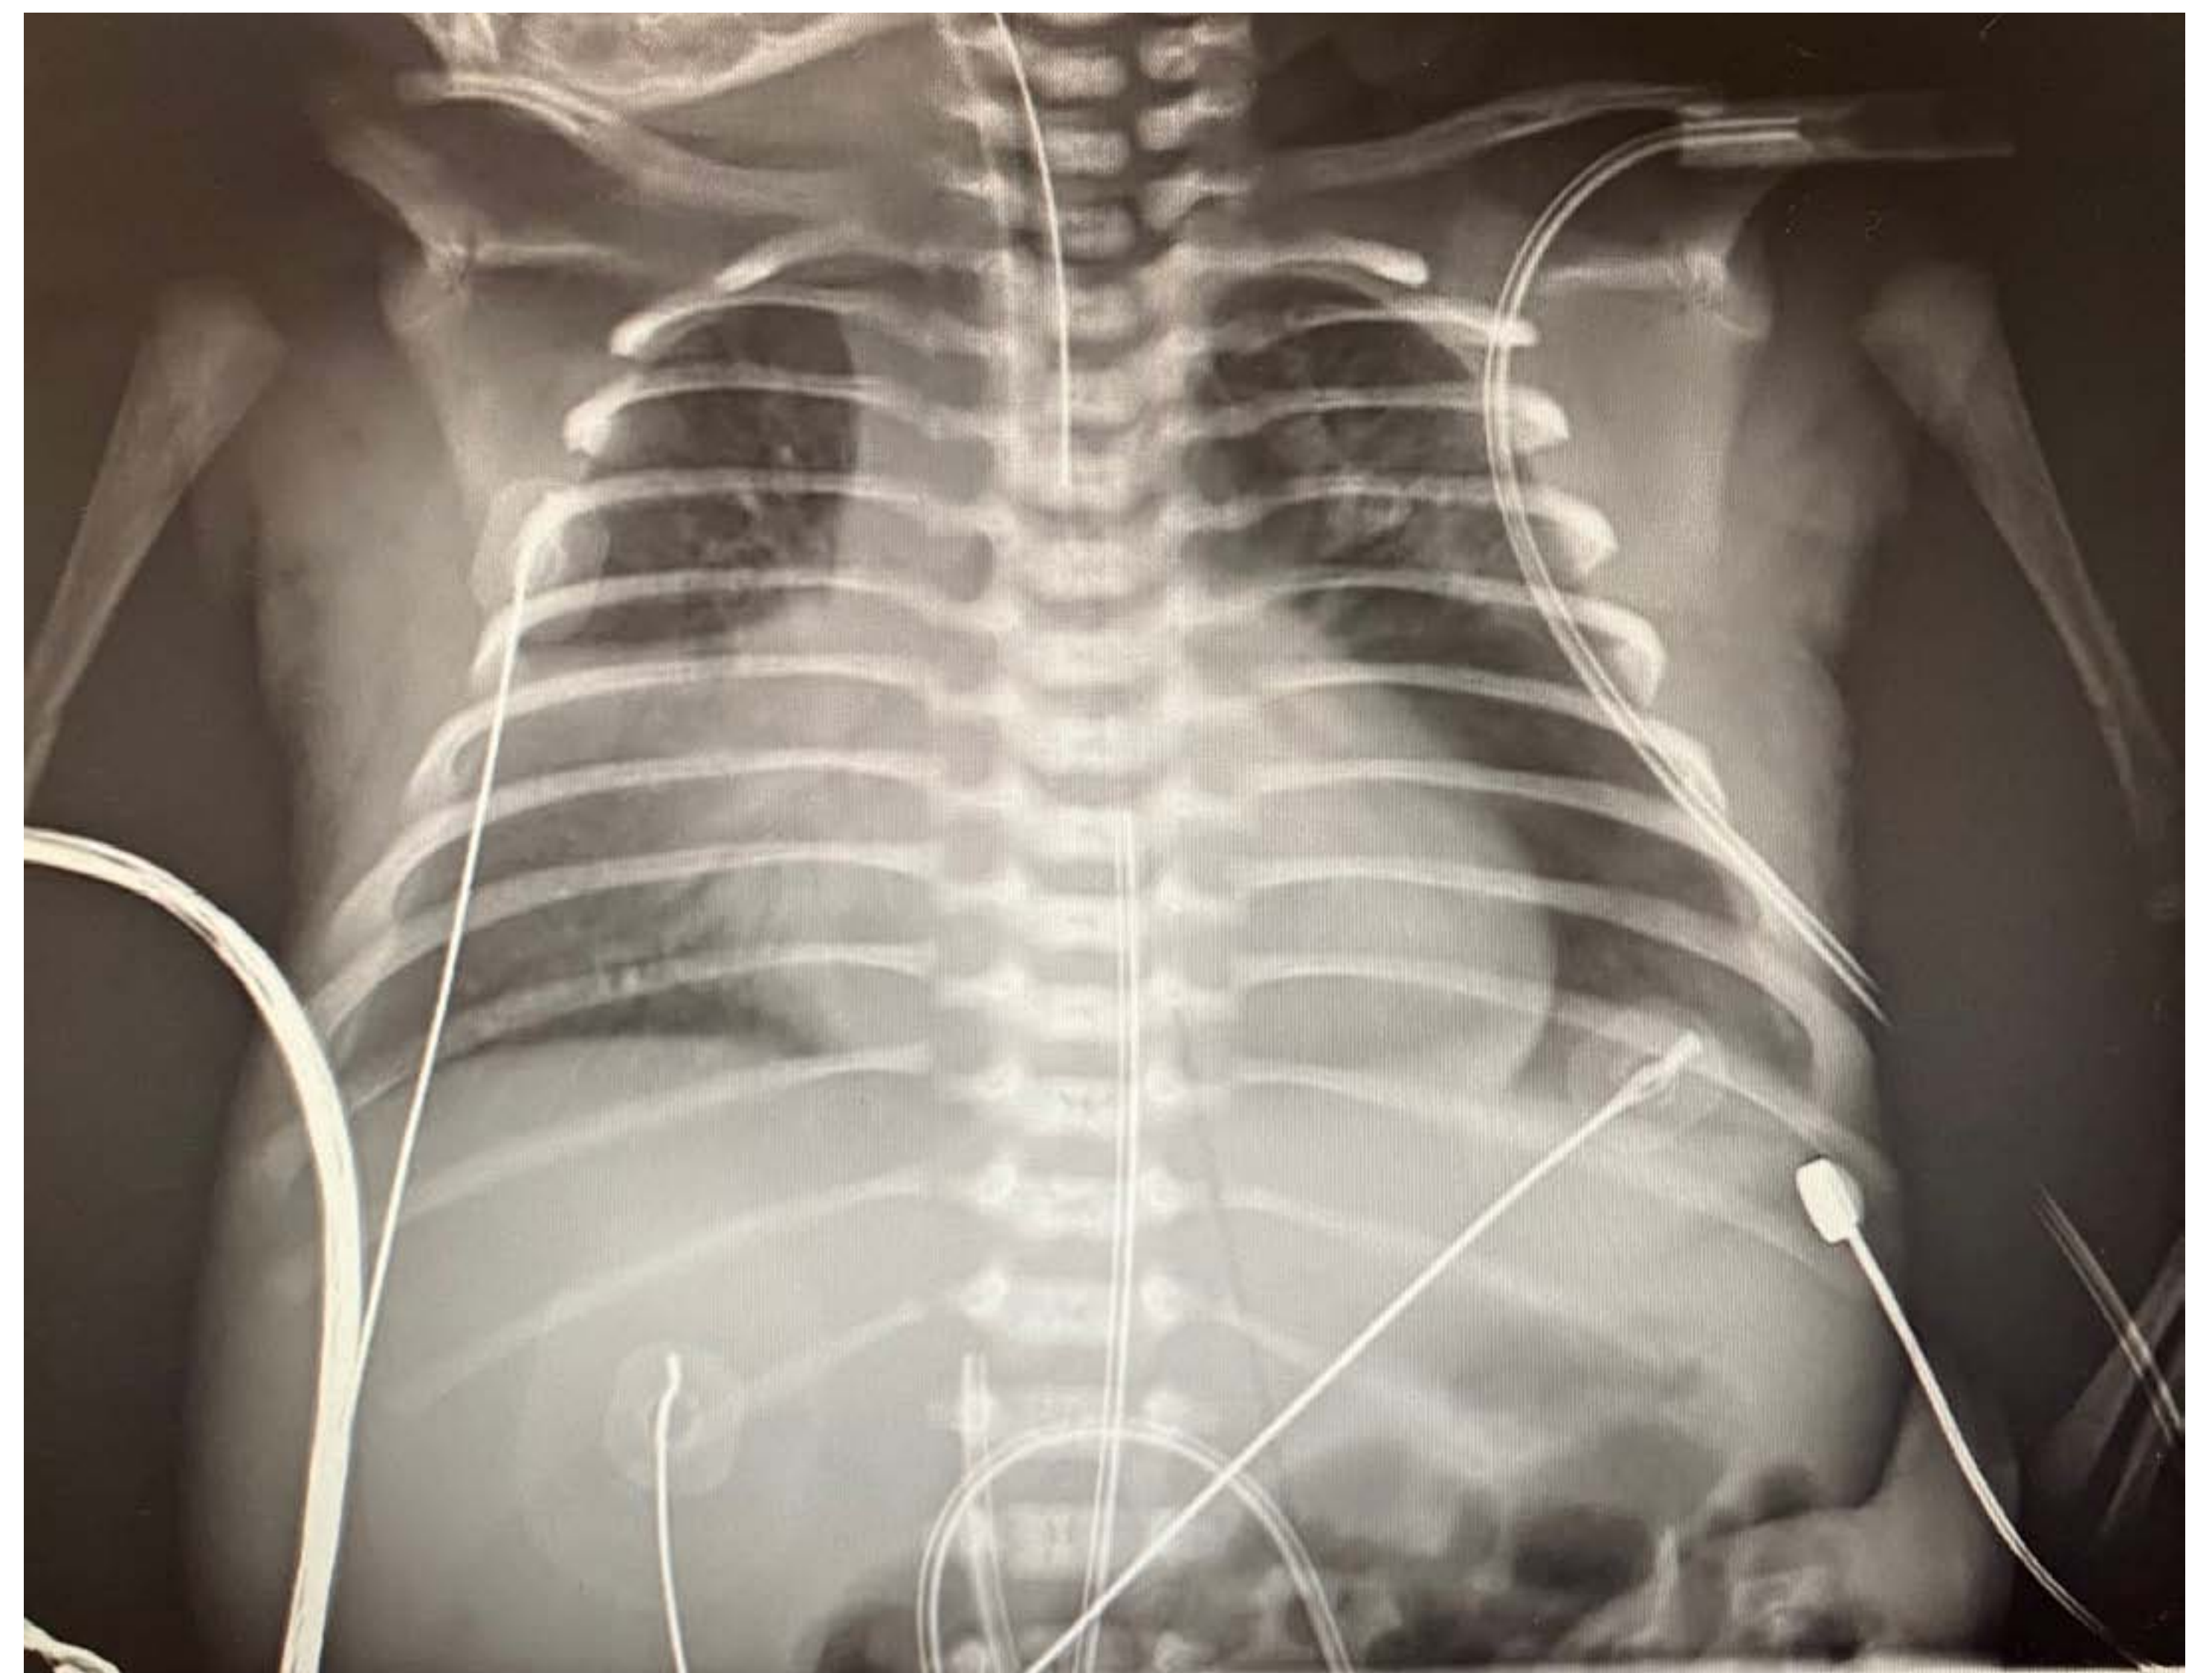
Radiografía de tórax AP con ocupación de senos costodiafrágicos y presencia de líquido en cisuras
